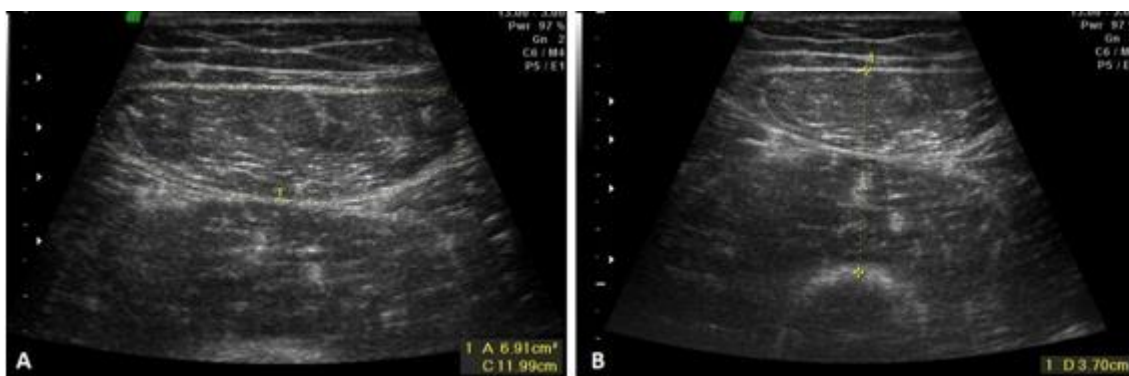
Imagens obtidas por ultrassonografia do quadríceps femoral: A) Área de secção transversa/circunferência; B) Espessura
